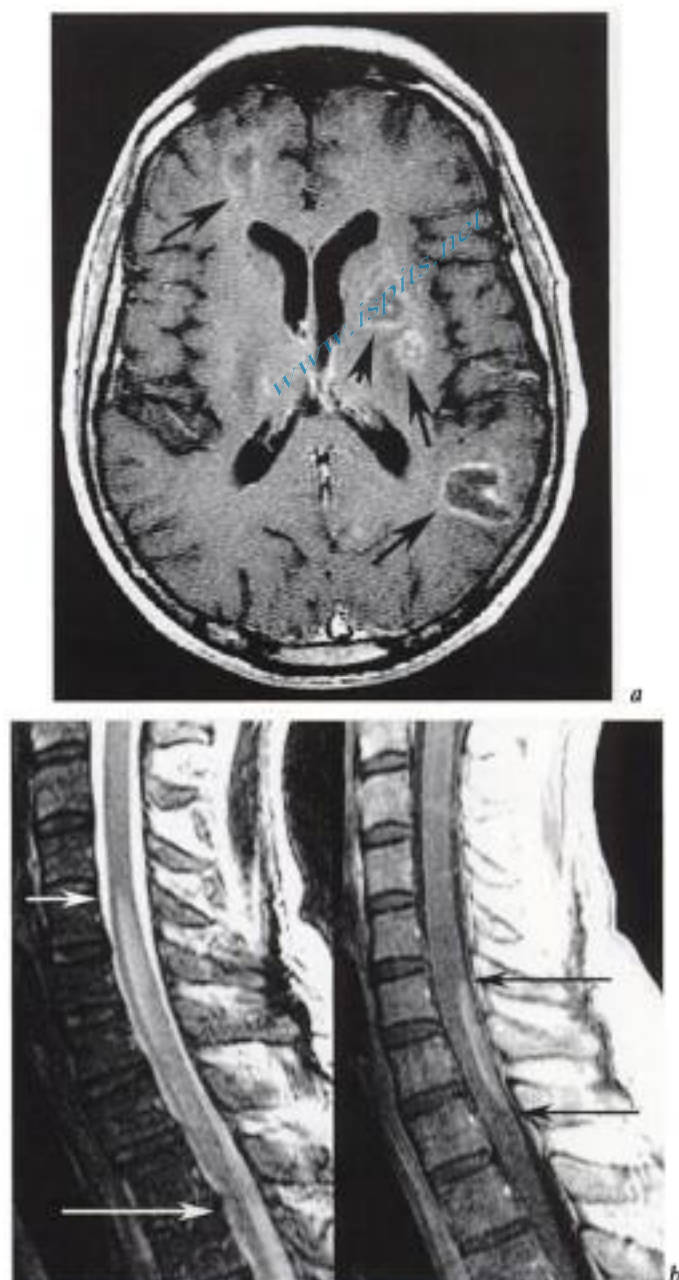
Toxoplasmose cérébrale et médullaire. IRM a) coupe axiale cérébrale en pondération T1 après injection de gadolinium et b) sagittale médullaire pondérée T2 et T1 après injection IV de gadolinium. Au moins 4 granulomes toxoplasmiques cérébraux rehaussant en couronne (flèches en a). Plage de rehaussement médullaire (flèches noires en b) beaucoup moins étendue en hauteur que la plage d'hypersignal T2 (flèches blanches en b).
